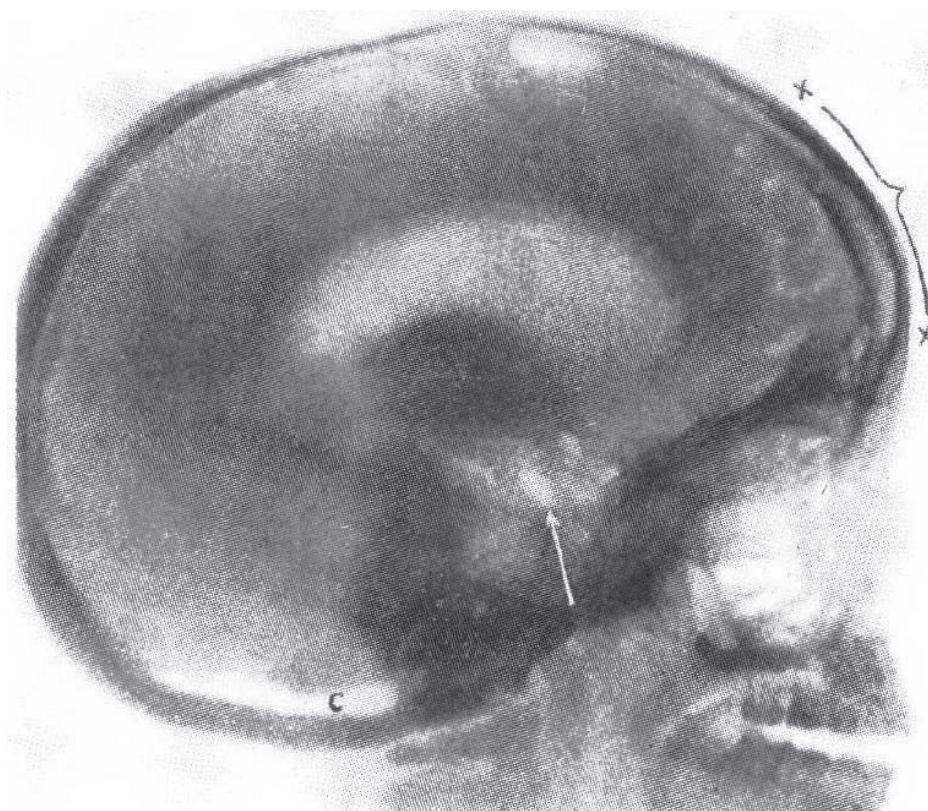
脊柱管内への空気注入後のX線写真(無修正). 急性髄膜炎後の水頭症. 脑溝の一部のみ空気が充盈している(X~X). 水頭症の原因となる閉塞は, 脑槽ではなく脳槽から脳溝に延びるクモ膜下腔にあった. 矢印: 斑状にみえる脳槽. 脑槽から脳溝に延びる(拡張した)クモ膜下腔経路の一部と思われる. 脑溝が部分的(X~X)に充盈していることから, 水頭症が緩徐に進行したことが説明できる. C: 大槽.
